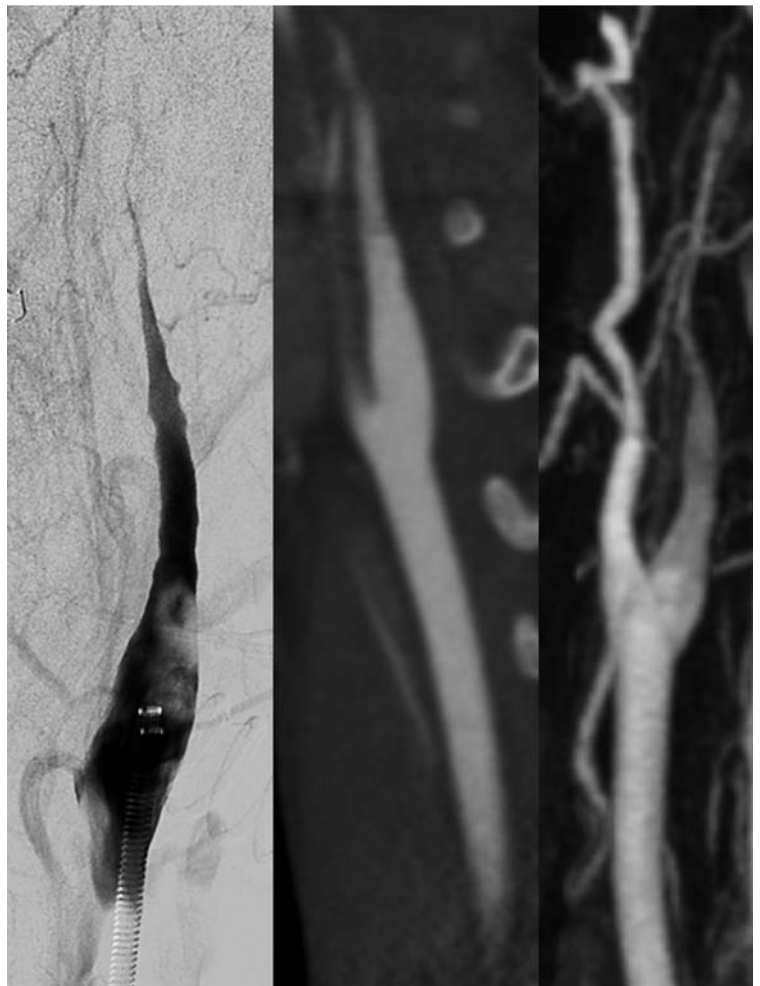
Typische angiografische Befunde (DSA, CTA und MRA) bei Disektion der A. carotis interna: ein sich verjüngendes Lumen („flame shaped tapering“) ohne den Nachweis von Verkalkungen oder eines stumpfen Abbruchs der Kontrastmittelsäule.
